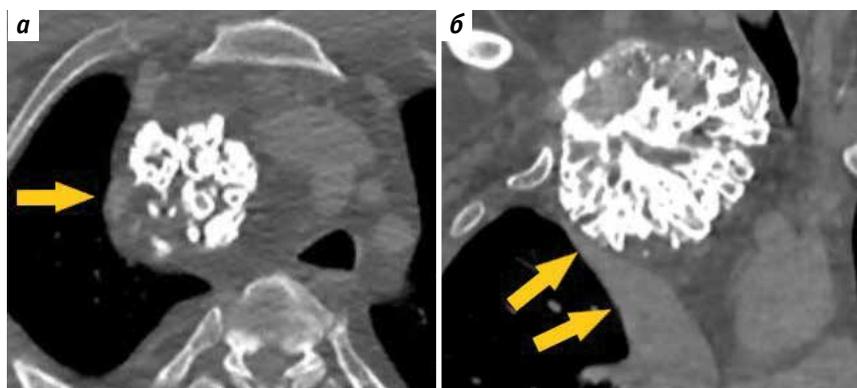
Компьютерная томография правой плечеголовной вены (указана стрелками) и новообразования (венозная фаза контрастирования): а – поперечный срез; б – фронтальный срез
